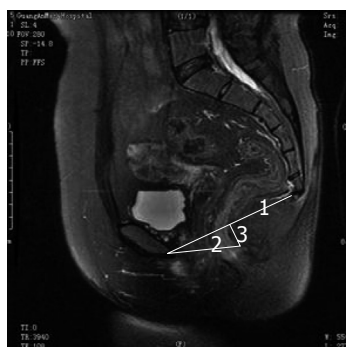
女, 盆底动态MRI矢状位T2加权像显示正常盆底表现。1: PCL线; 2: H线; 3: M线。
